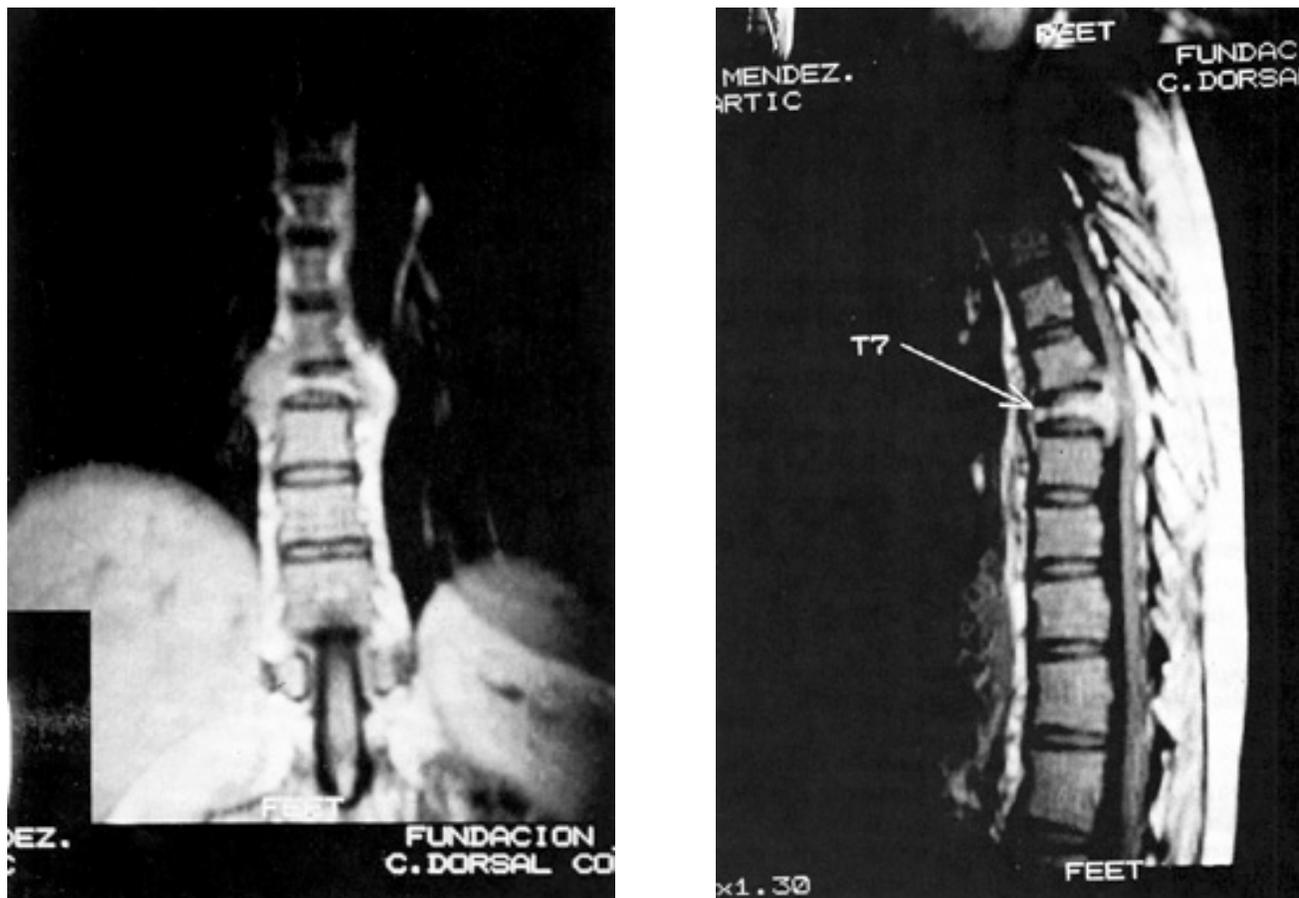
Resonancia magnética; AP (panel A) y lateral (panel B). Muestran fractura patológica en T7, con extensión a canal raquídeo en los niveles T7 y T8.
